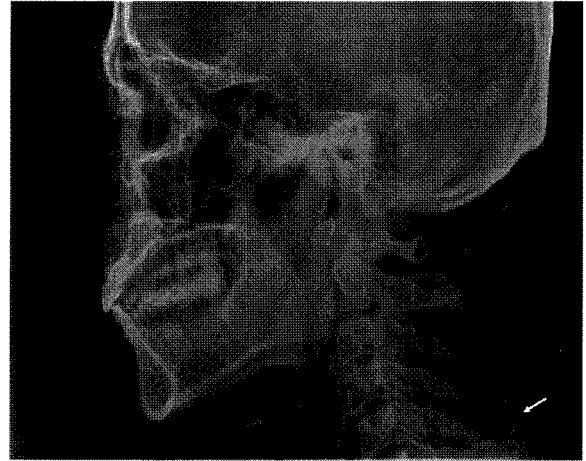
Lateral cephalometric radiograph of a 52-year-old male patient. Round radiopaque mass (arrow) lies behind the body of C5.
